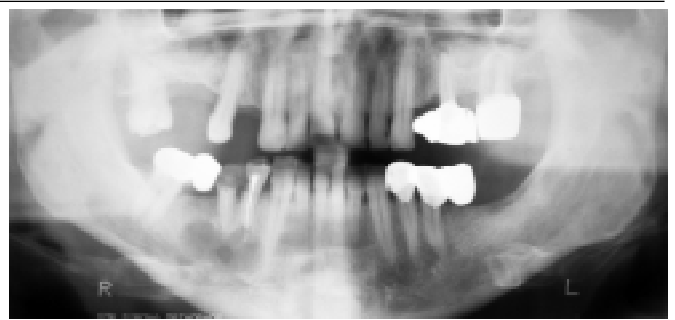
Ортопантомограма хворого М., 50 років: нерівномірна кісткова структура в обох гілках нижньої щелепи справа і зліва, з наявністю справа деструктивних вогнищ, зліва — осередку остеосклерозу
